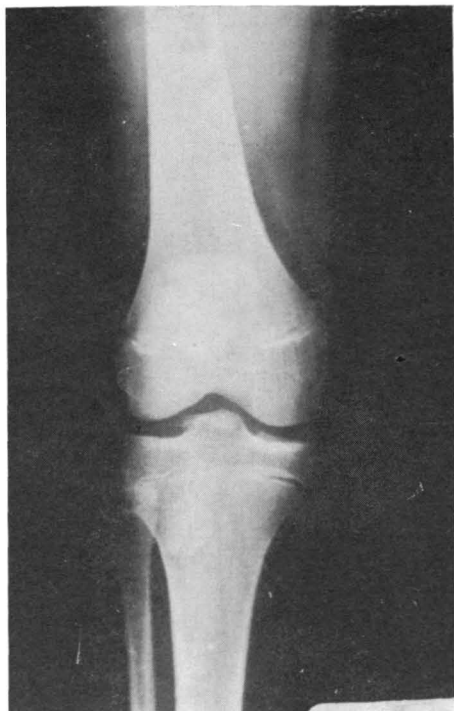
(A y B). — Caso 4. Radiografías iniciales. Fractura tipo III A de ZARICZNYJ.
